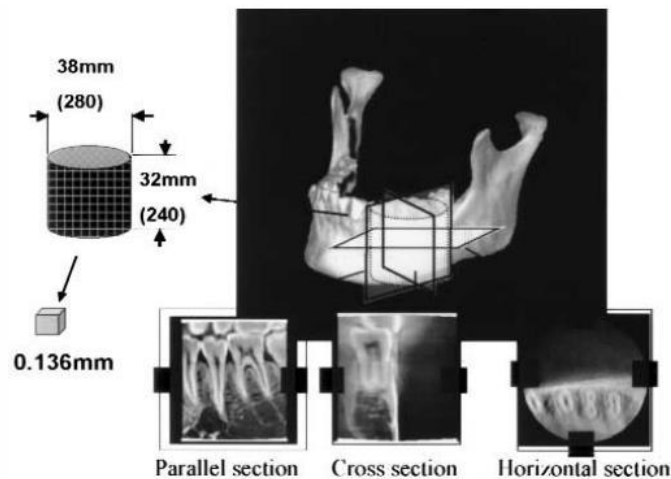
Imágenes seccionales tridimensionales tomadas por el prototipo Ortho-TC.
